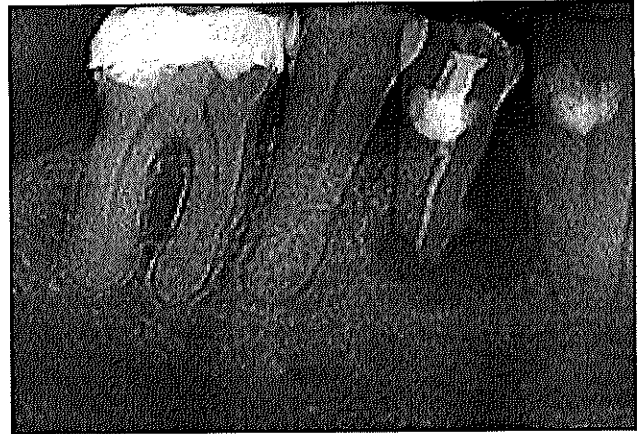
Radiografía inicial, se observa una zona radiolúcida junto con un defecto profundo vertical y semicircular extendiéndose hasta el ápice.
